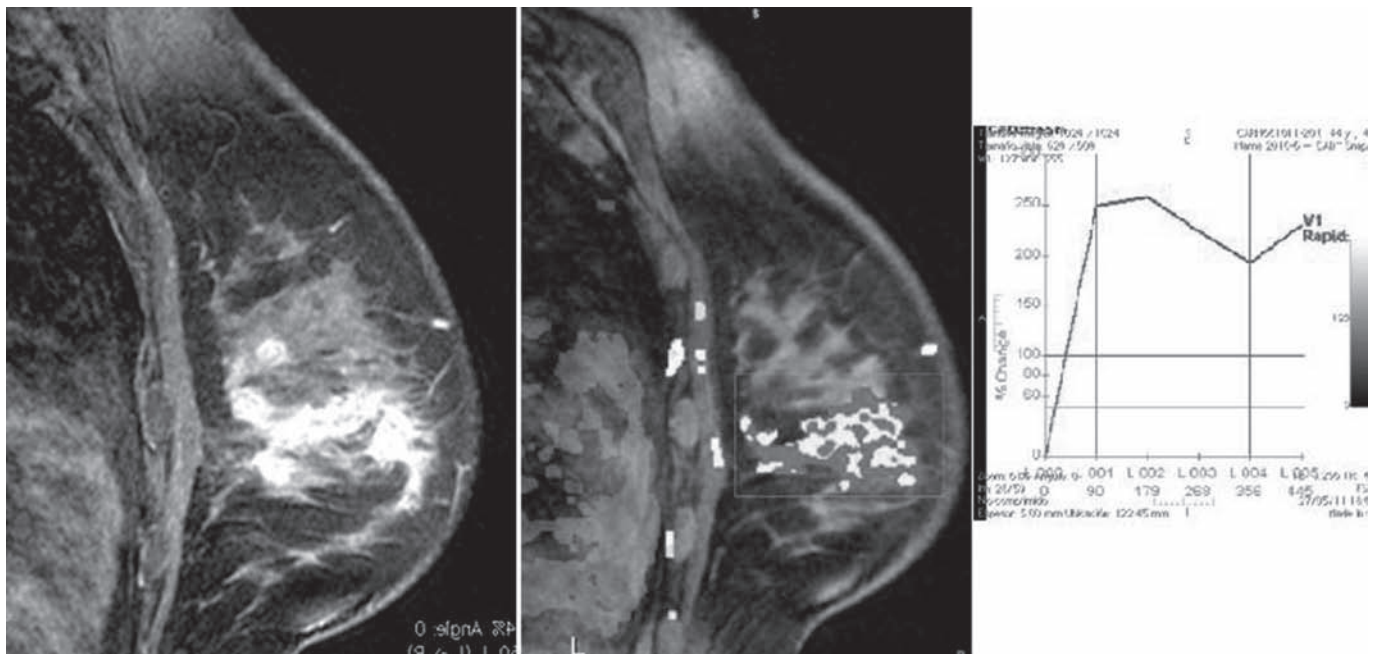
Resonancia magnética de mama izquierda Vibrant sagital: reforzamiento rápido. Mapa de color curva tipo 3.
